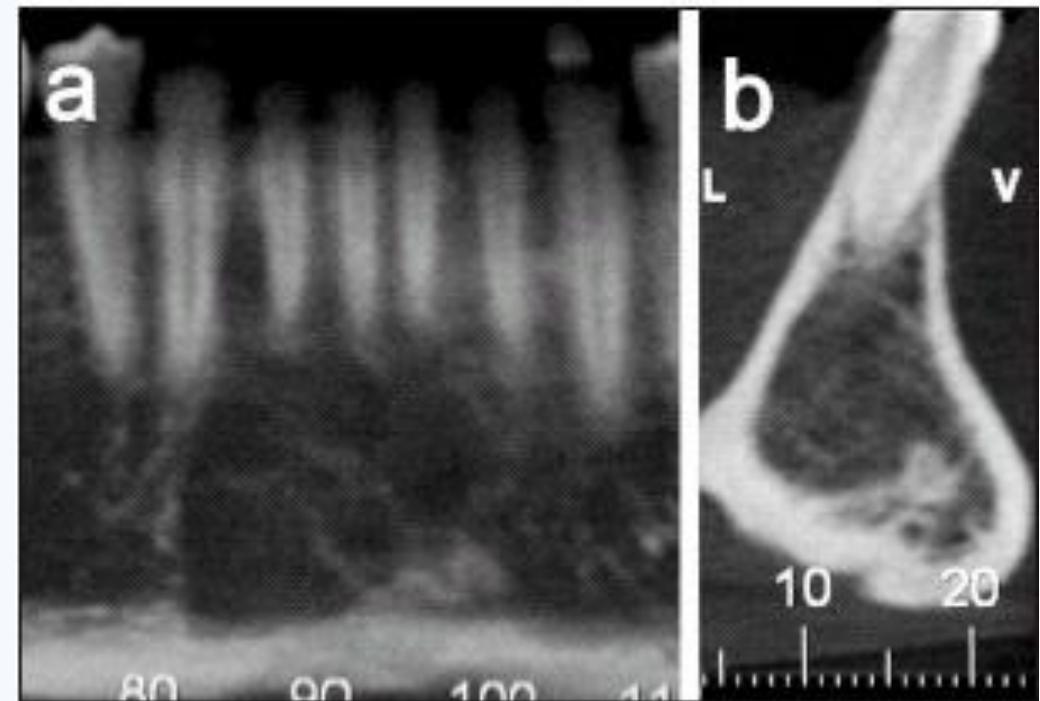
a y b) Tomografía computarizada. Imágenes postoperatoria 17 meses después de la intervención mostrando una regeneración ósea en el área afectada.
